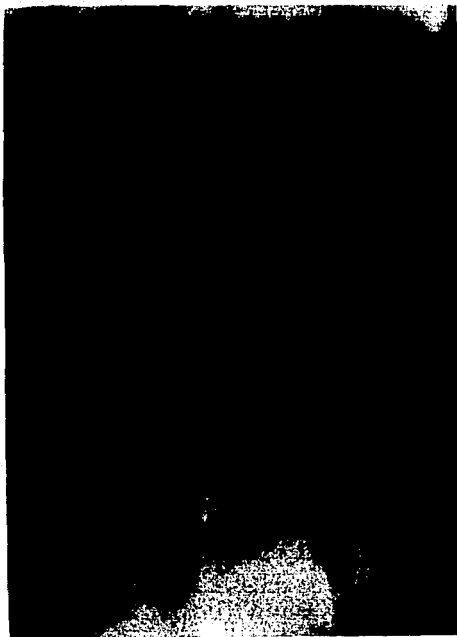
Tomografía lineal del paciente número 2.
